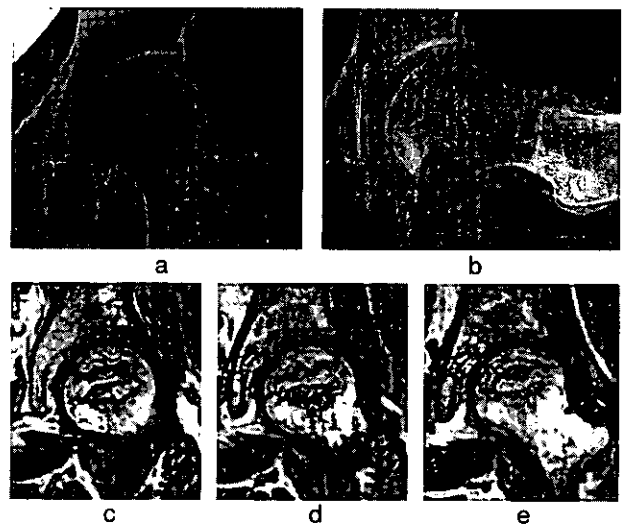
症例1、55歳女性。stage 2、type C。2-a; 単純X線股関節正面、2-b; 単純X
